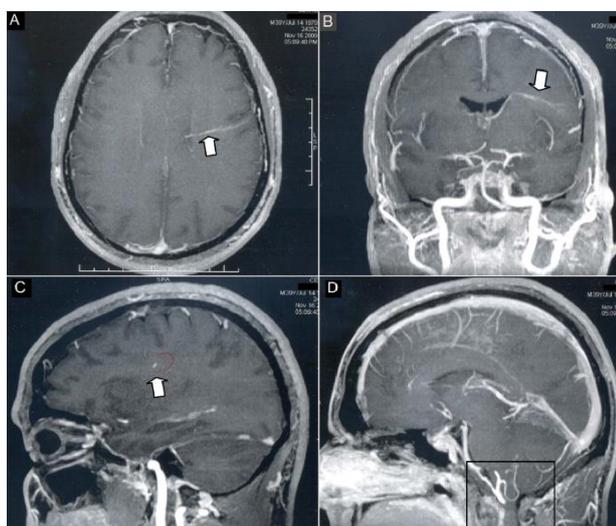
Achados Neuroradiológicos da Ressonância Magnética: A – Corte axial da região frontal do hemisfério cerebral esquerdo com presença de pequena estrutura vascular anômala com sinais de hiperintensidade após injeção de contraste paramagnético; B – Corte coronal mostrando a veia de drenagem principal (estrutura vascular anômala) projetando-se em direção ao epêndima do ventrículo lateral esquerdo para a veia cerebral interna; C– Corte Sagital mostrando pequena anomalia do desenvolvimento venoso ao nível da região frontal; D – Corte sagital mostrando a junção craniocervical dentro da normalidade.
